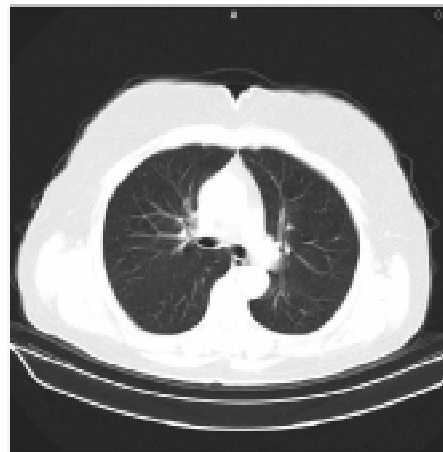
Комп'ютерна томограма грудної клітки хворої П. Візуалізуються множинні метастази РЩЗ в паренхімі обох легенів
